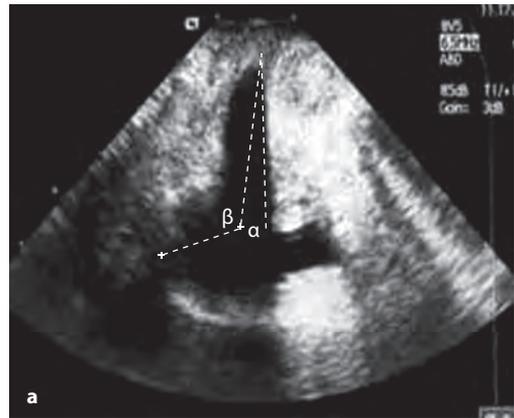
Косвенные признаки сфинктерной недостаточности. УЗИ в В-режиме. а: расширение проксимального отдела уретры; б: расширение проксимального отдела уретры при натуживании (стрелки).
